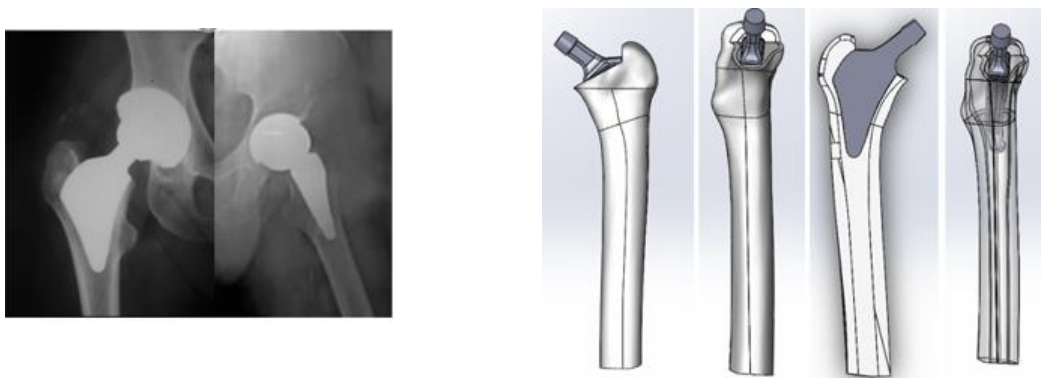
Radiografia e Implantação da haste Proxima.
